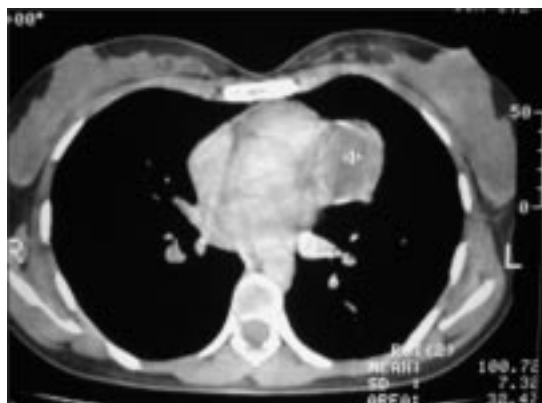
TAC de tórax con imagen quística (1) yuxtapericárdica.
